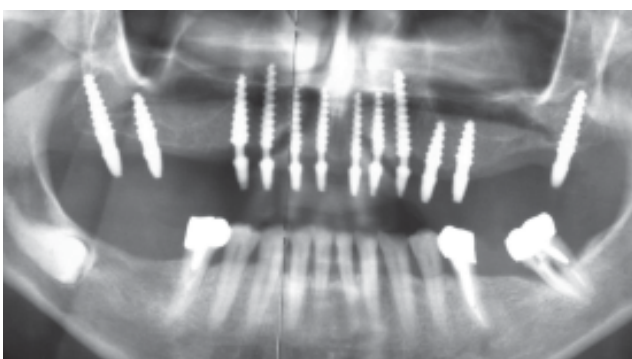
Radiografía tomada inmediatamente después de la colocación de los implantes.
